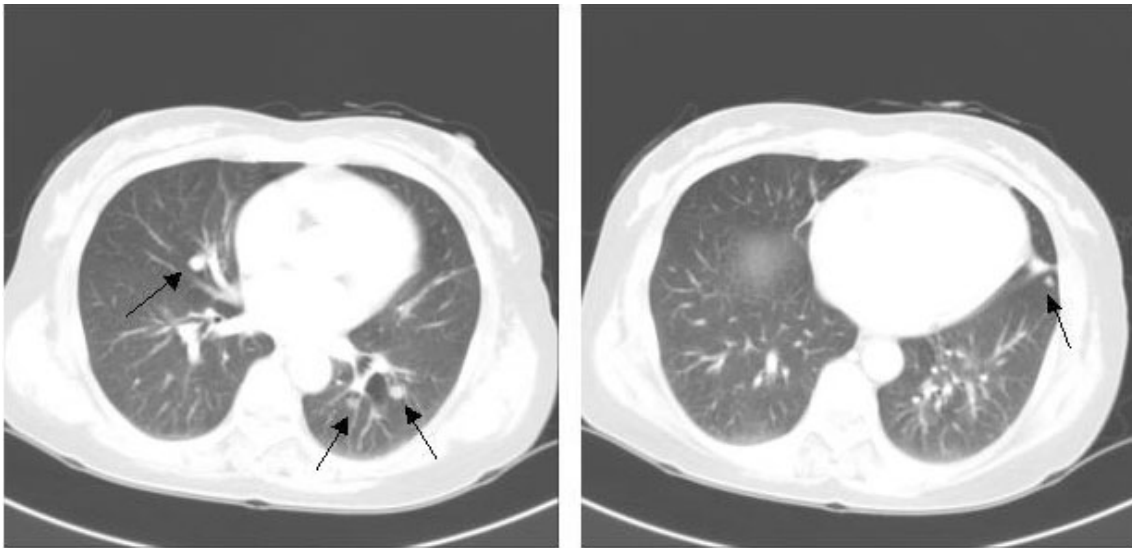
CT scan reveals multiple nodular opacities on both lung fields.
